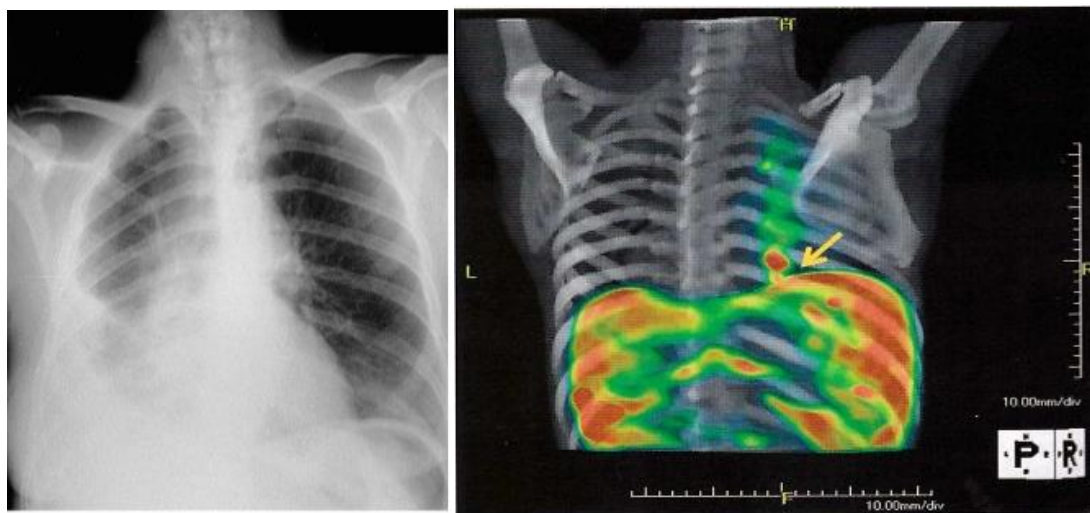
Рентгенограмма и мультиспиральная томограмма при плеврите у пациентов на перитонеальном диализе
